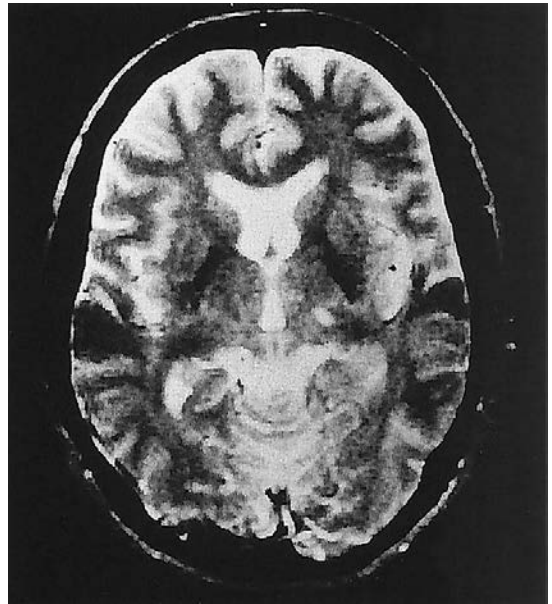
手口感覚症候群症例の頭部MRI (T2強調画像) 左視床に小梗塞 (ラクナ梗塞) を認める。
